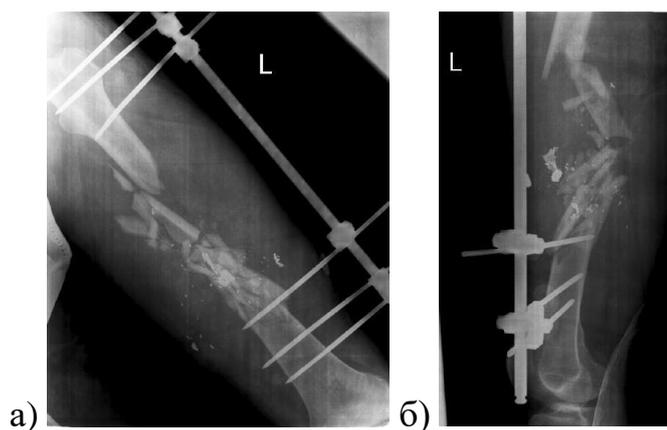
Раненый Л., 37 лет. Рентгенограммы левого бедра при поступлении: а) прямая проекция; б) боковая
